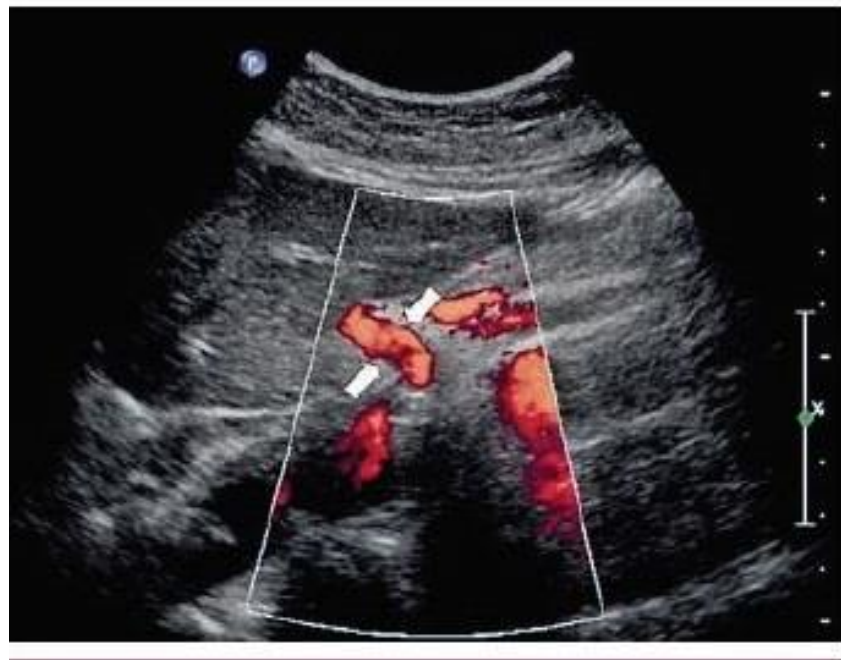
Echo doppler couleur post-opératoire montrant l'angulation du tronc cœliaque.
